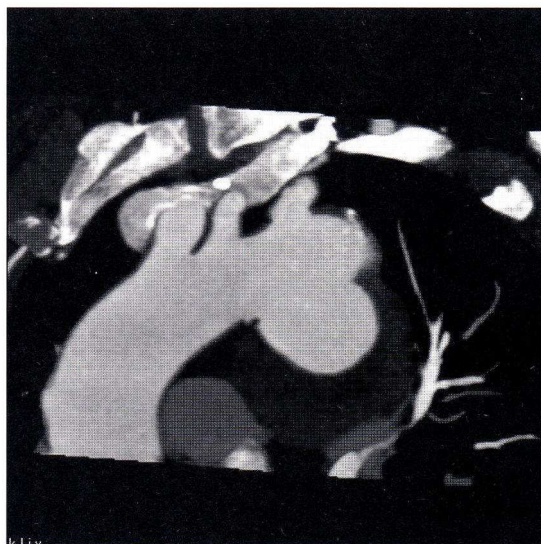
CT angiografie (VRT rekonstrukce) u 77letého pacienta, který v mládí prodělal dopravní nehodu.
